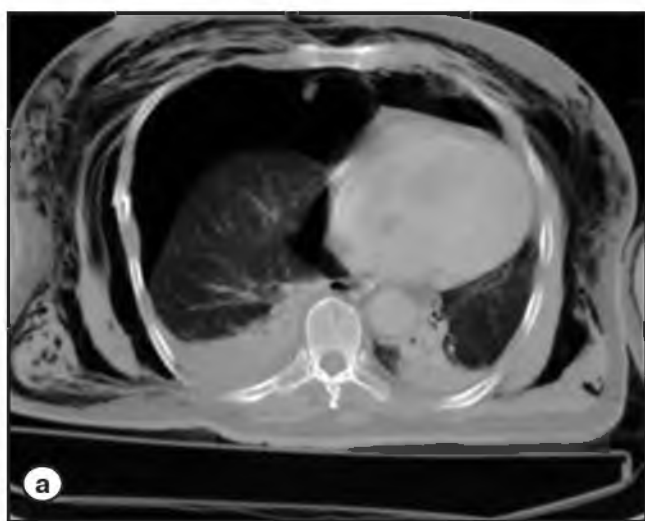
Посмертная нативная МСКТ грудной клетки при тупой травме [3].
